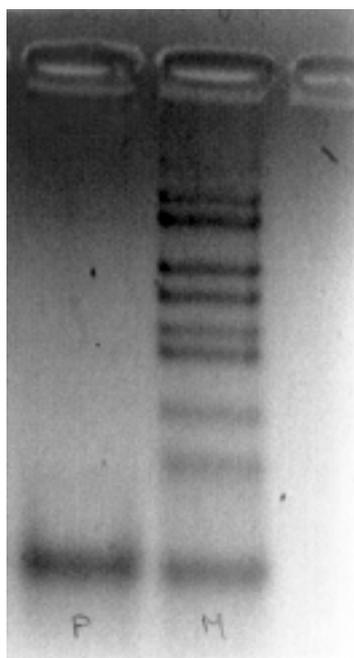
Autorradiografía del ADN del gen de la enfermedad de Duchenne (nueve exones), del paciente (P) y de su madre (M), donde puede verse su ausencia y presencia, respectivamente.
